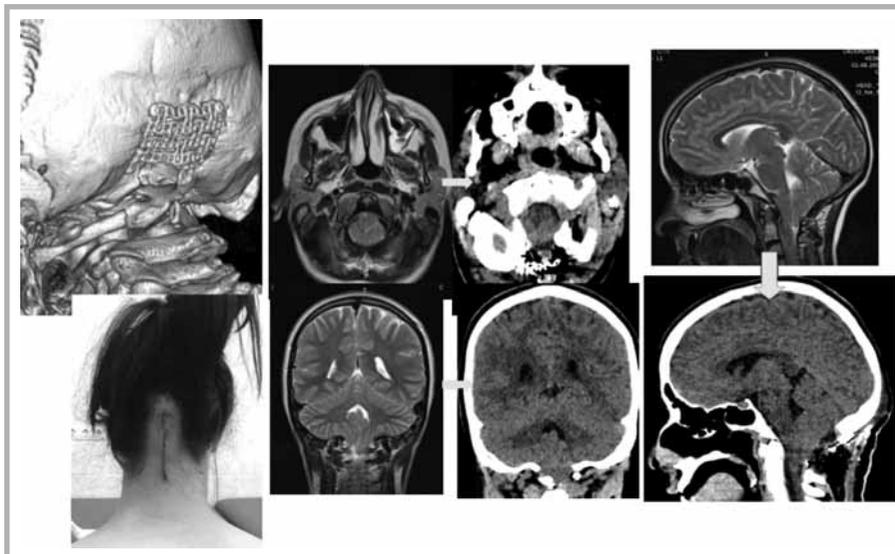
Пример лечения пациентки с МАК типа I: представлены КТ, МРТ до и после операции и послеоперационной рубец
